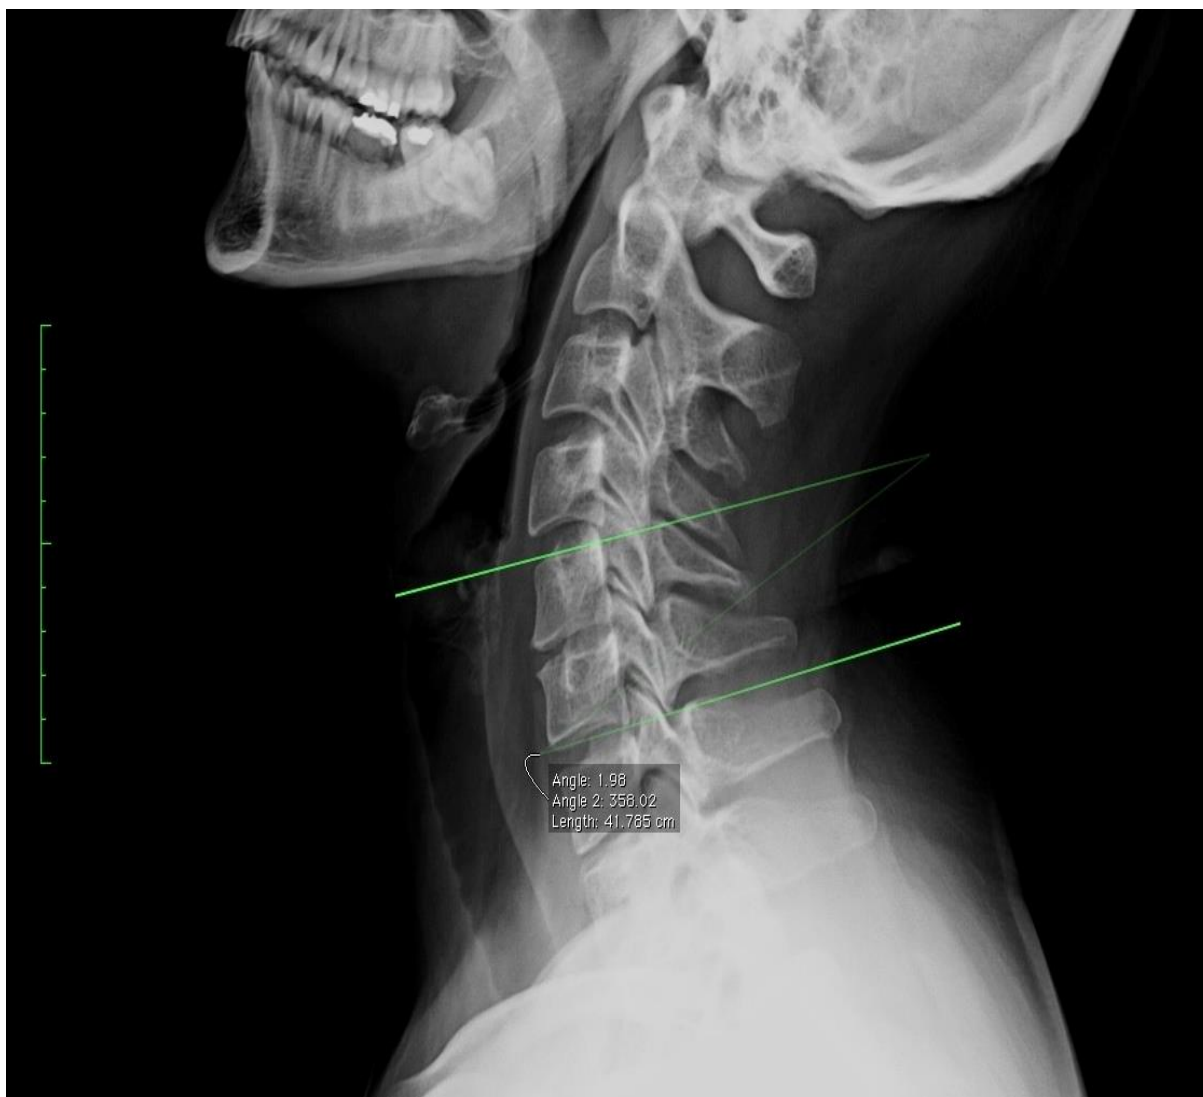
Mjerenje Cobbova kuta vratne kralježnice na poslijeoperacijskim radiografskim snimkama prilikom fleksije, pomoću programa OsiriX Imaging Software
